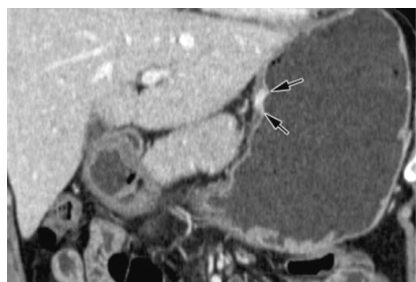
изображение опухоли категории T1 при выполнении КТ-гастроскопии
